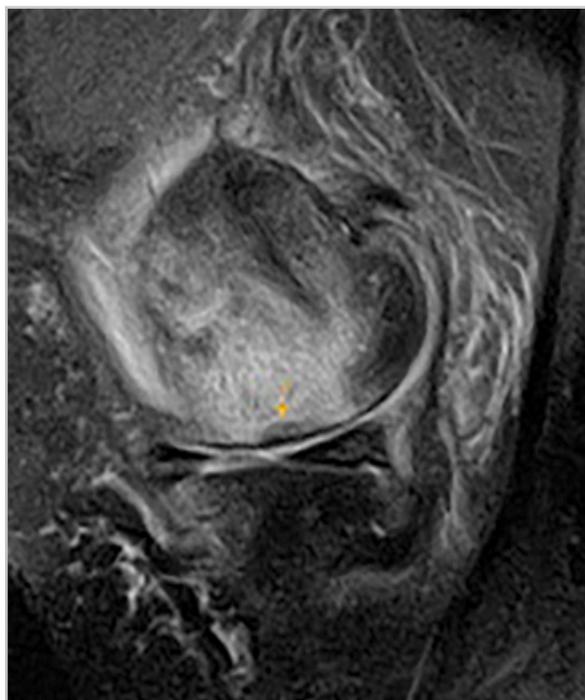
МР-томограмма (PD-FS-ВИ). Субхондральный перелом недостаточности. Линия перелома (указана стрелкой)
